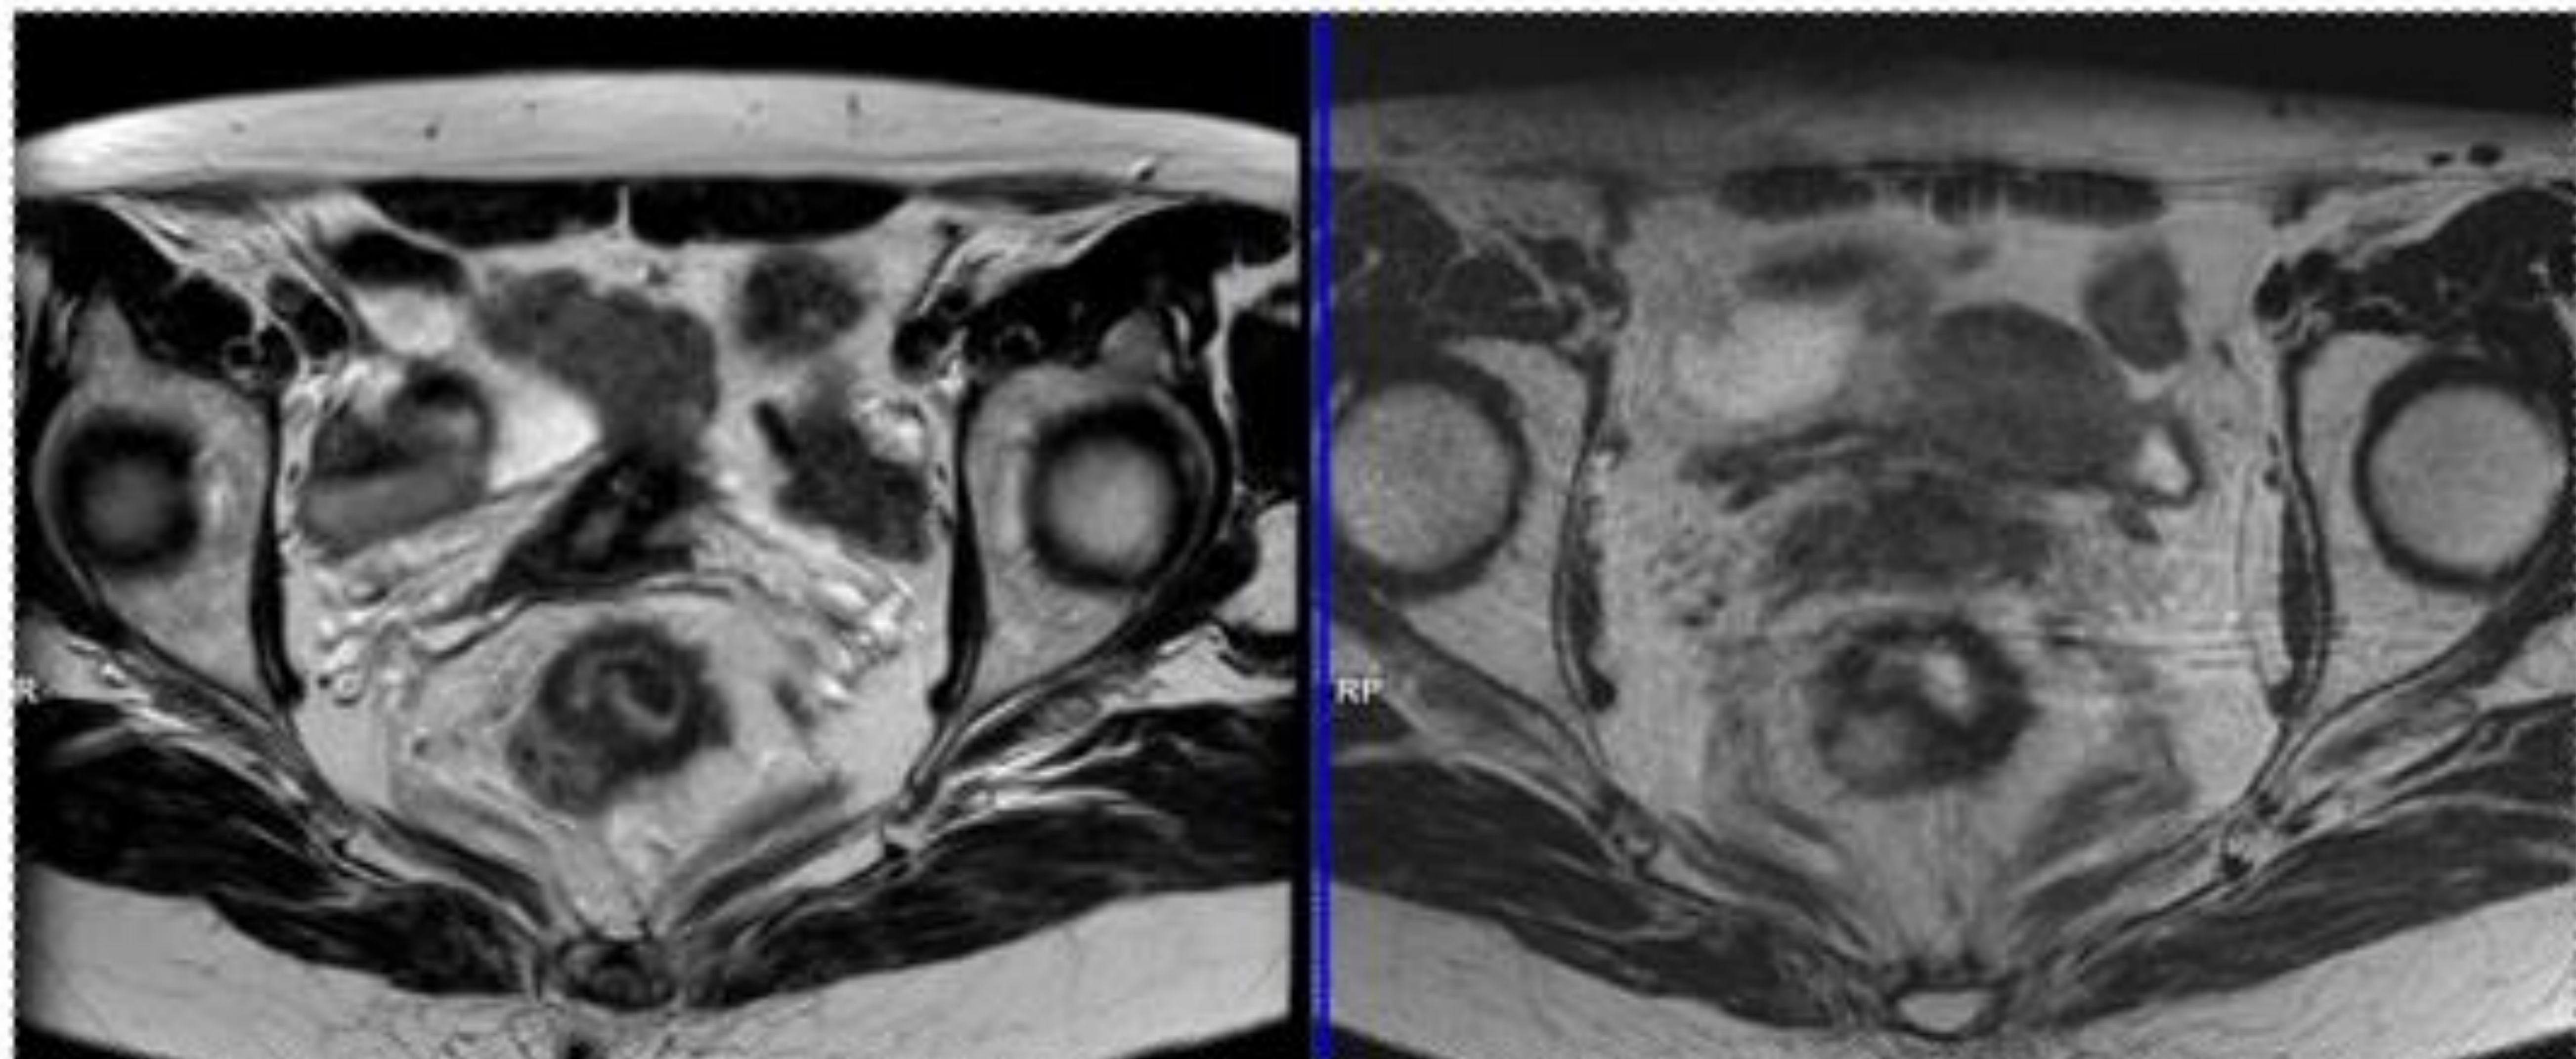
Estudio de RM final, de izquierda a derecha: T2 axial, DWI e imágenes DWI y T2 fusionadas (ypT0N0).
